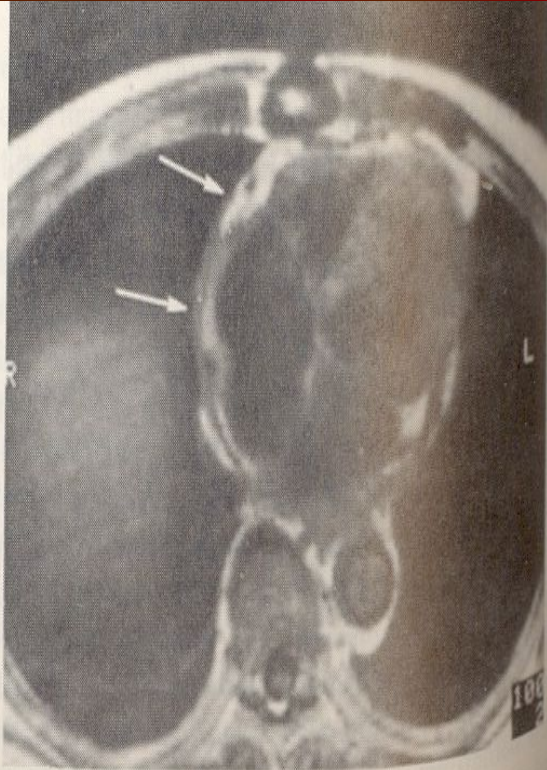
Magnetic resonance image of cross-section of thorax showing pericardial thickening (arrows) in a patient with constrictive pericarditis. (Courtesy of C. Higginbotham, MD.)
